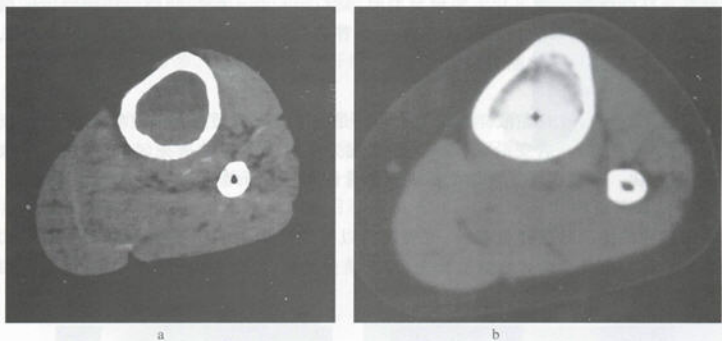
软骨黏液纤维瘤 CT显示病变内部结构
